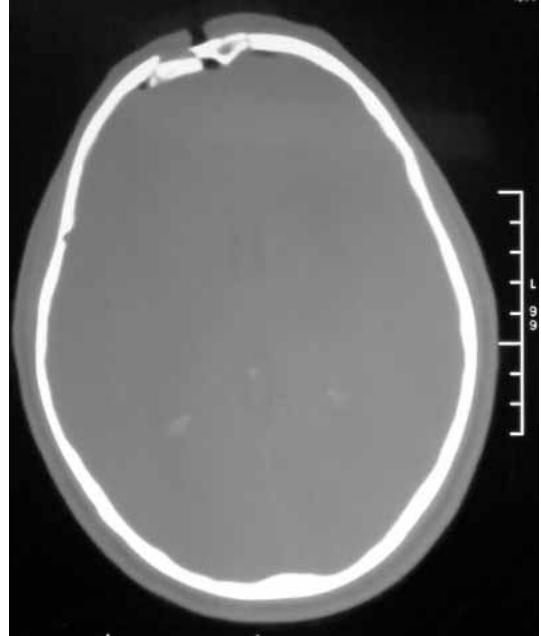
Corte axial de TC craneal en ventana ósea. Observarse el hundimiento bifrontal.
